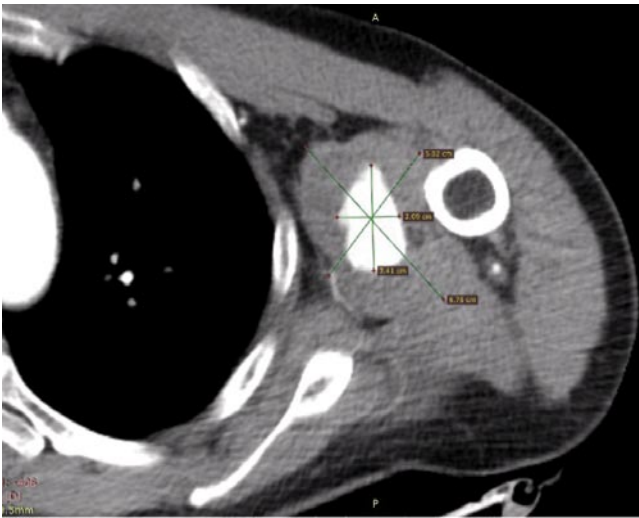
МСКТ-ангиография у пациента с посттравматической псевдоаневризмой.
